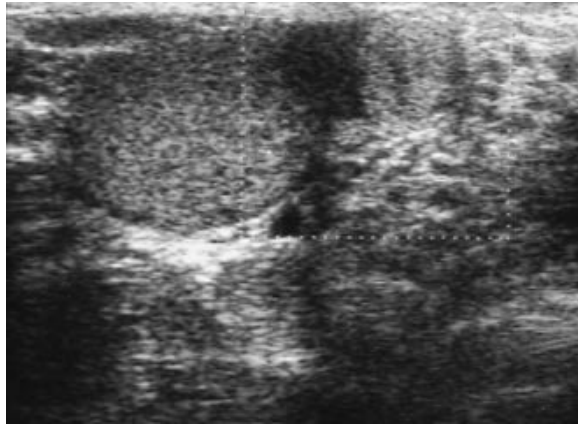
Imagen de ecografía escrotal.
